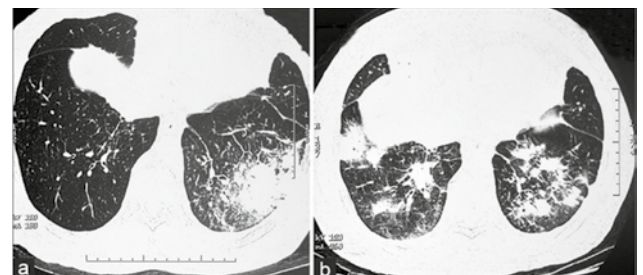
КТ-картина рецидивних пневмоній у динаміці в пацієнта з ізольованим дефіцитом IgM (за V. Dhir зі співавт.)
